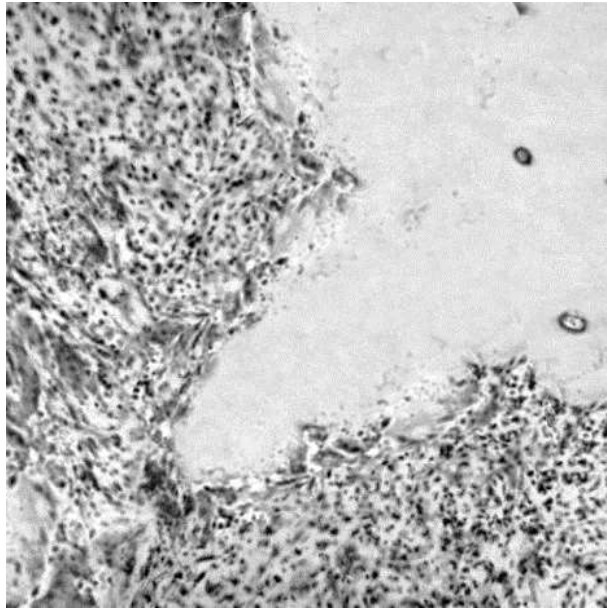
А – Фото рентгенограми кукси гомілки з патологічним ремоделюванням та стресовим переломом великогомілкової кістки. Б – Мікрофотографія. Зона патологічного ремоделювання кортикальної діафізарної пластинки. Забарвлення гематоксиліном та еозином. х75.
